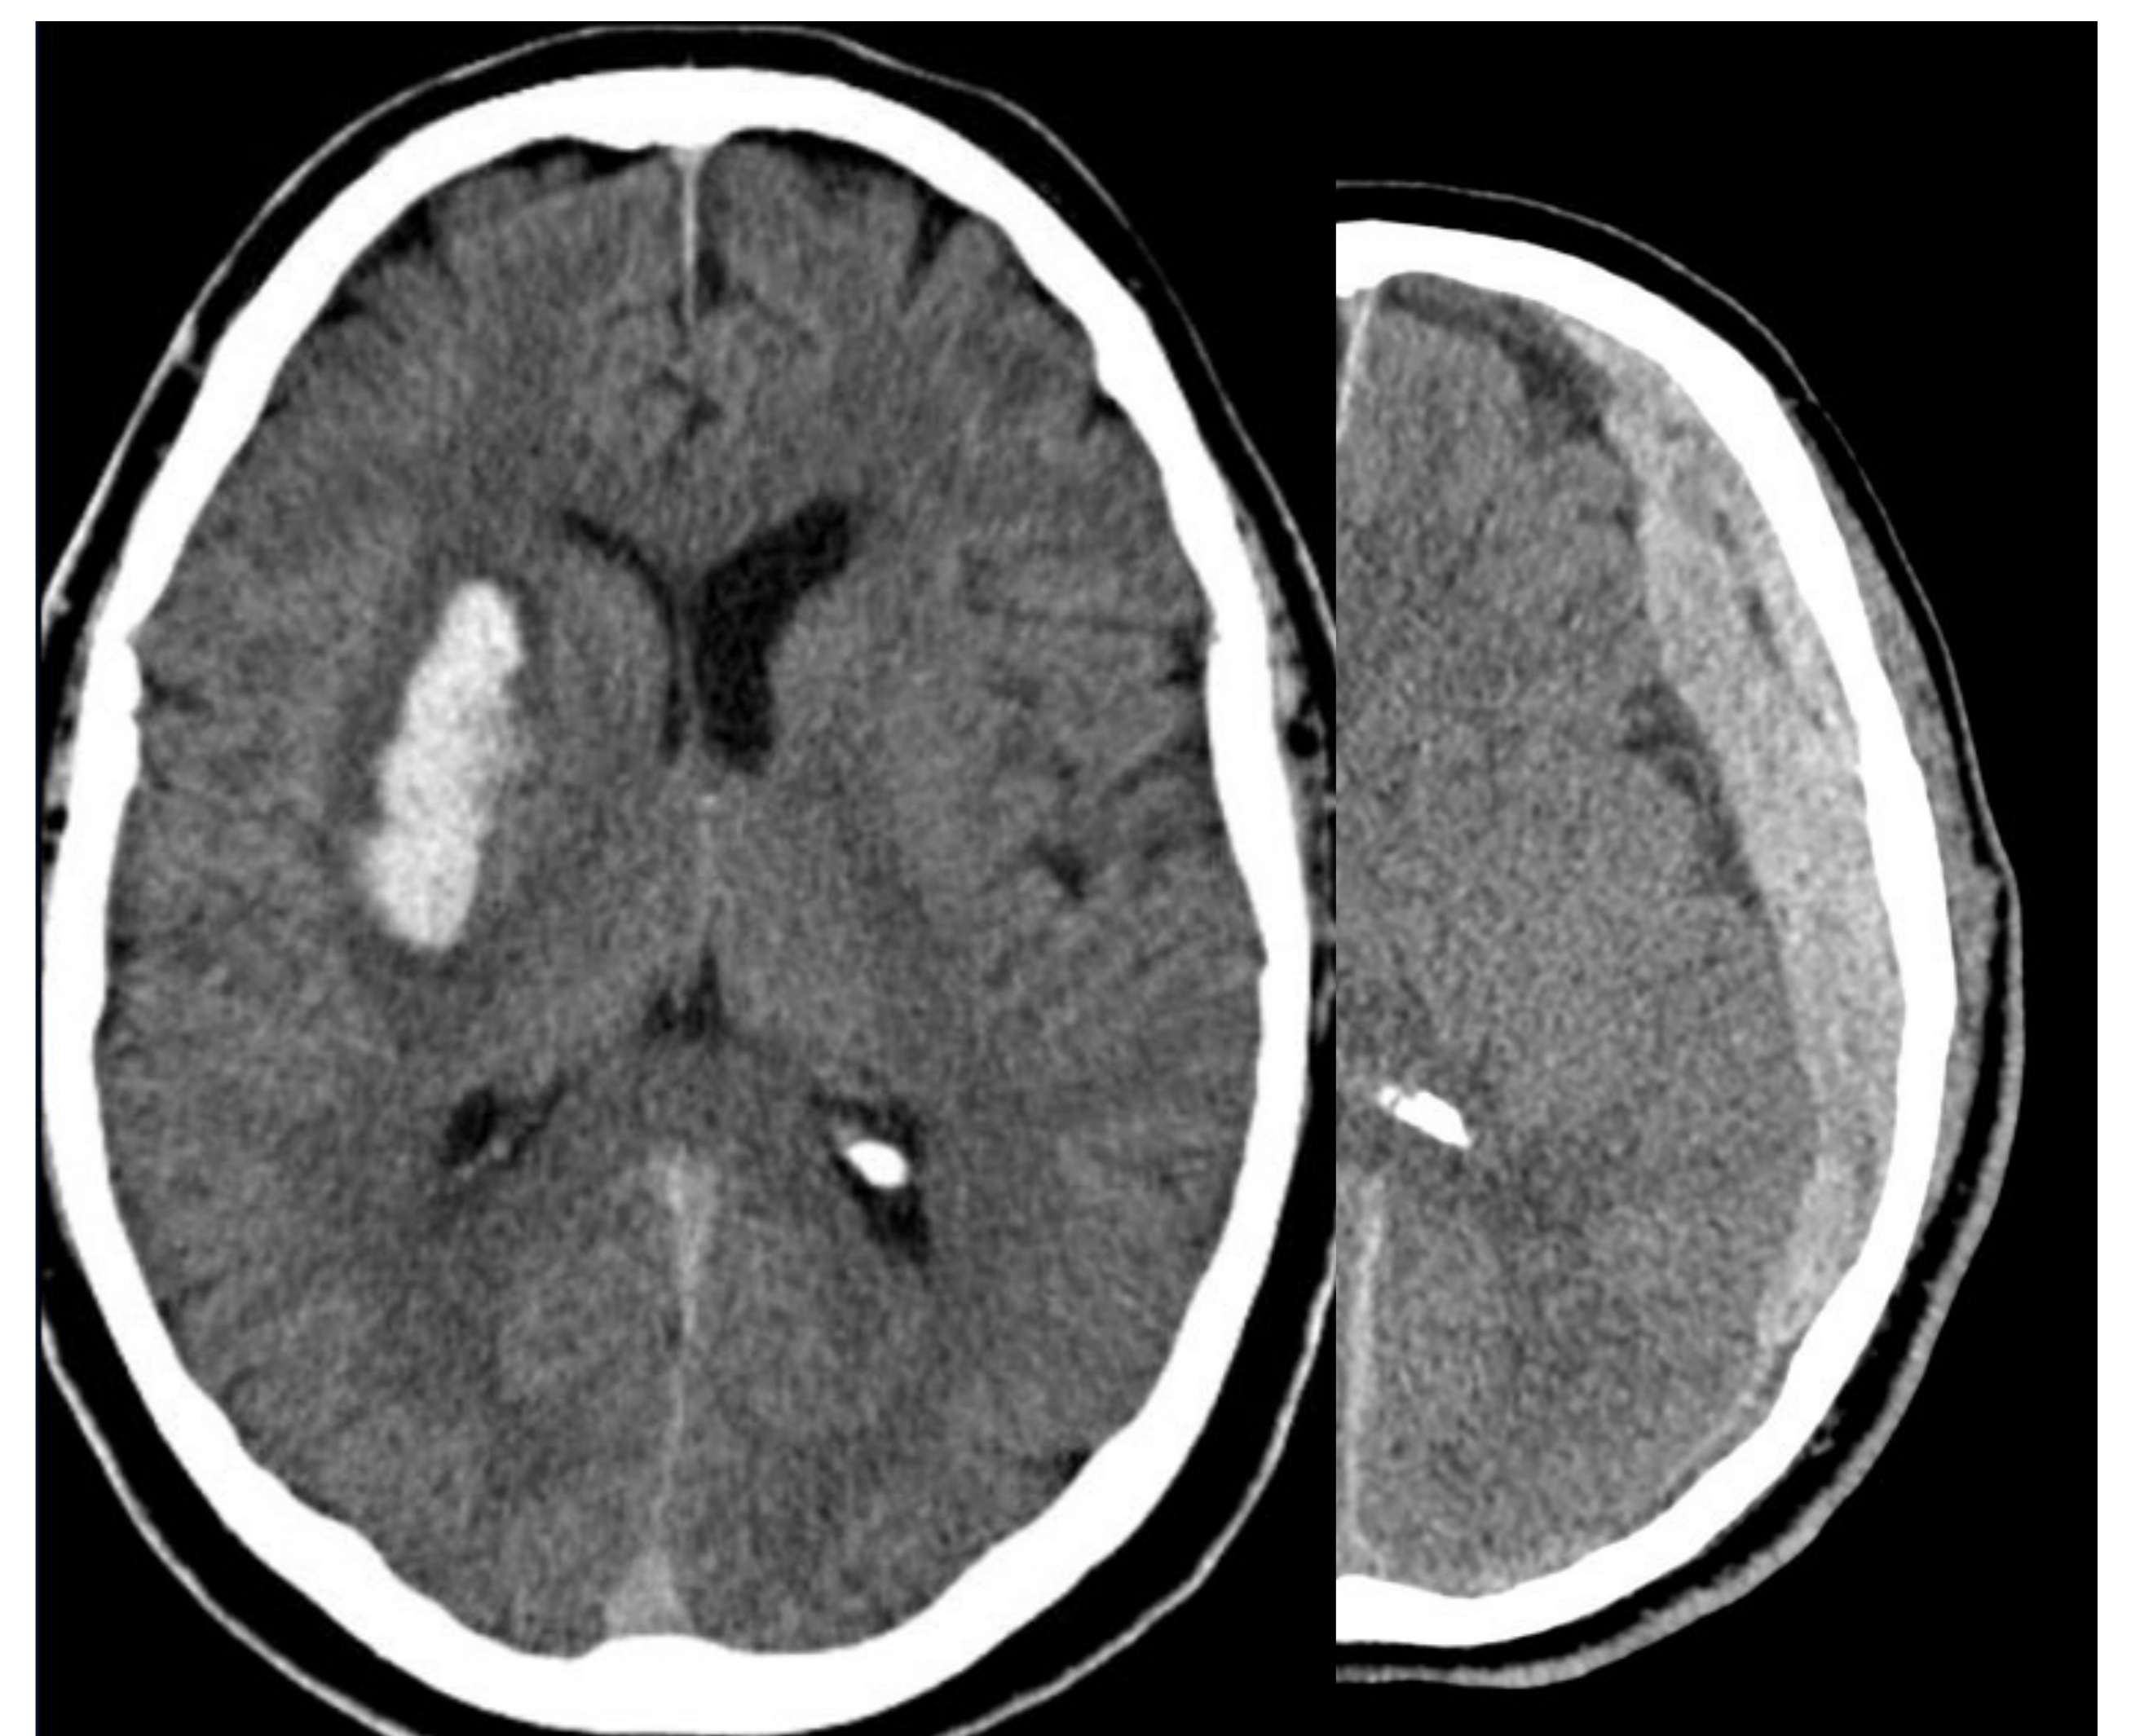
Sangre aguda hiperdensa en la TC sin contraste.
